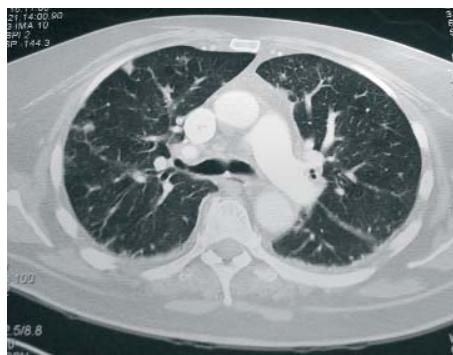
TAC torácico con imágenes nodulares compatibles con émbolos sépticos
